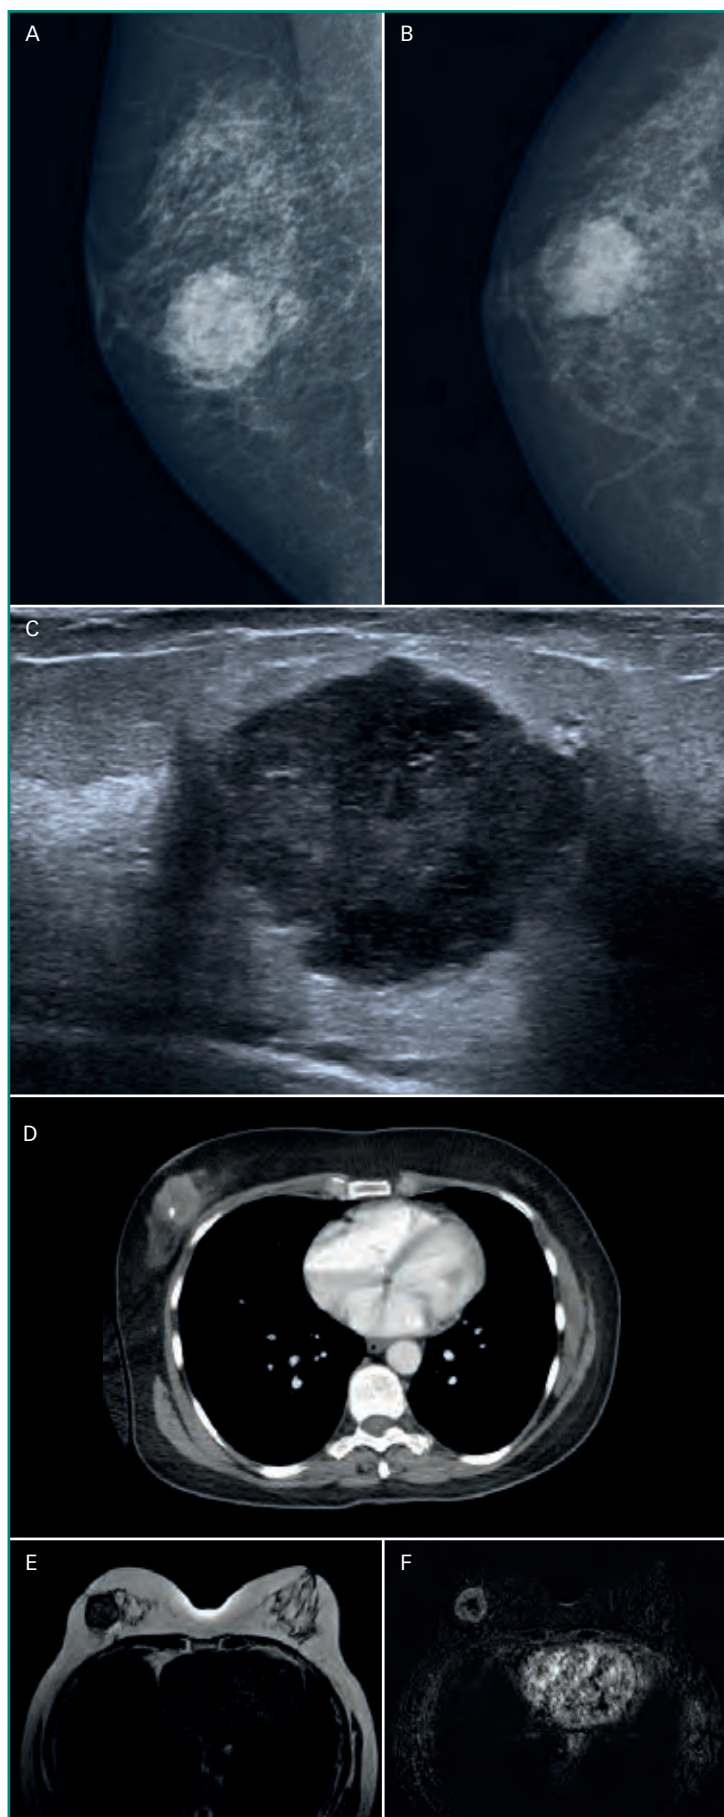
Carcinoma infiltrante. Masa de bordes irregulares en mamografía (A y B) y ecografía (C). Imagen axial de TC (D) y RM T2 (E) y poscontraste (F). Nótese el marcador (densidad metal) en la TC.
